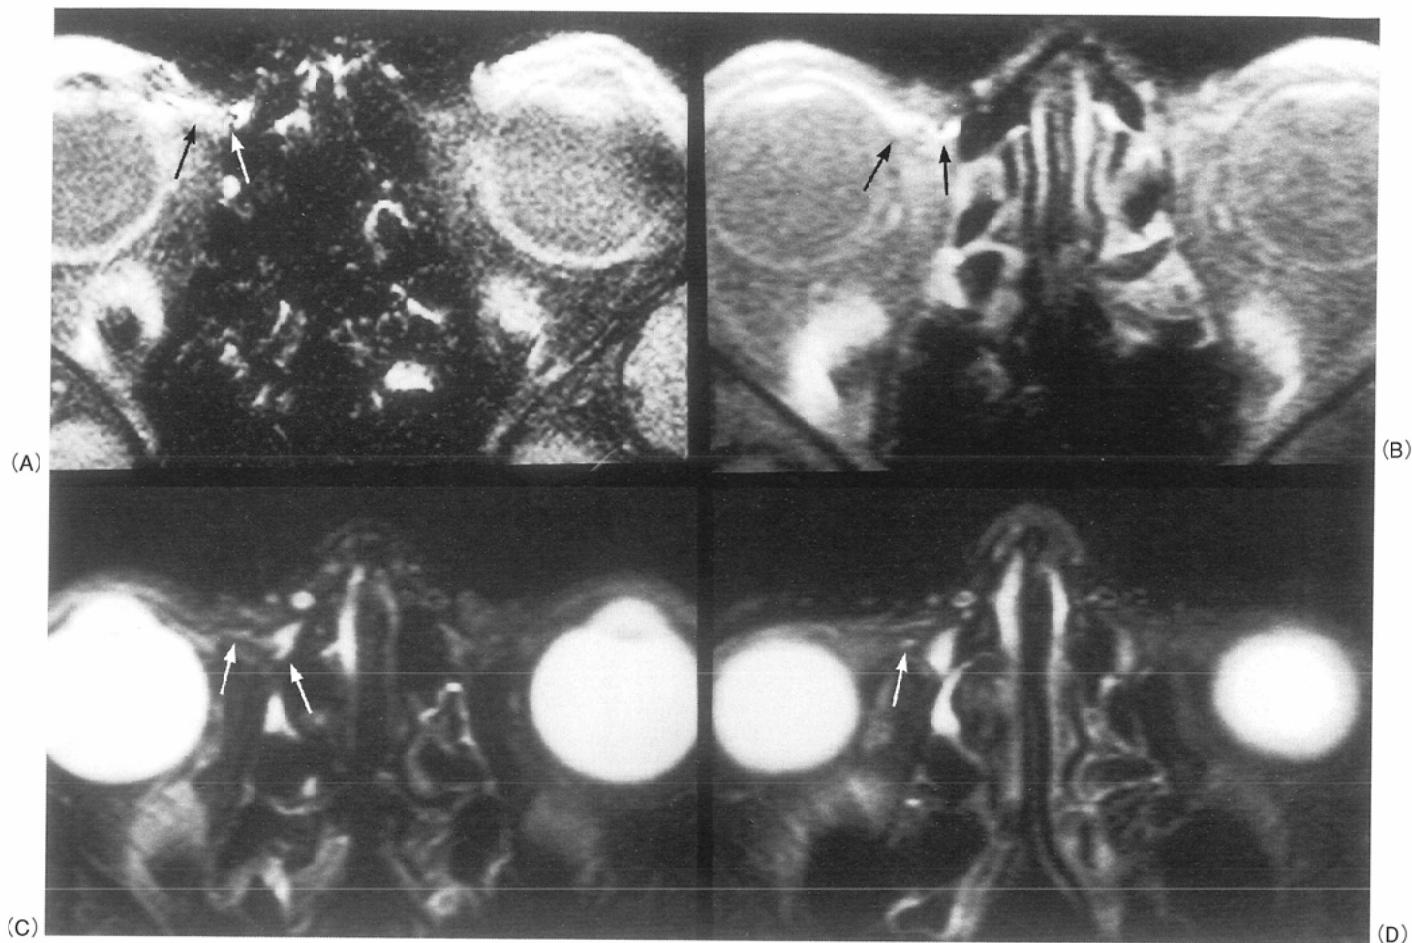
Axial MR images of canaliculi([A]3D-FFE,T1WI,[B]SE-T1WI,[C,D]TSE-T2WI). Canaliculi(arrows)are visualized on each of thin slice axial images, but canaliculi is the best visualized on T1-weighted images by 3D-FFE with dropping the dilute Gd-DTPA solution.
